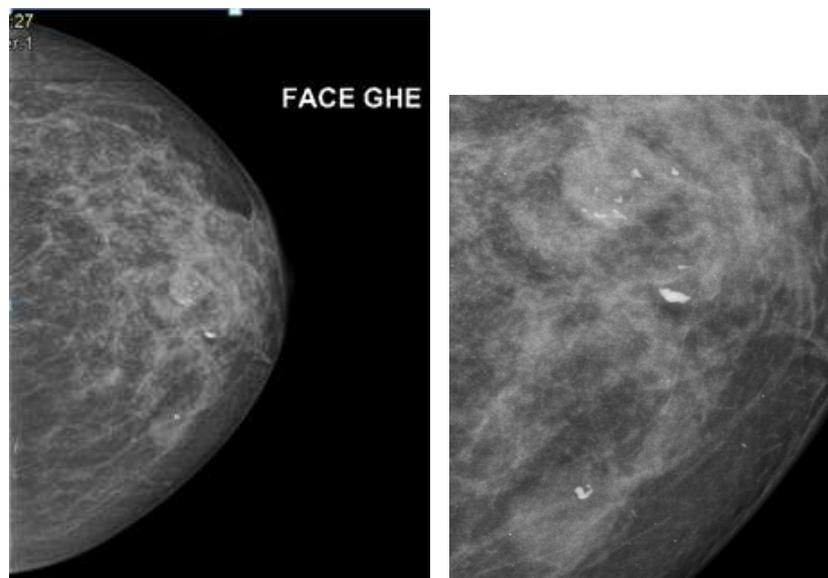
Mammographie en incidence de face gauche avec agrandissement. Deux surcroits d'opacités peu denses homogènes, noyés dans la glande dont une est siège de quelques calcifications dystrophiques, classées ACR2, correspond à un adénofibrome calcifié en échographie mammaire.
